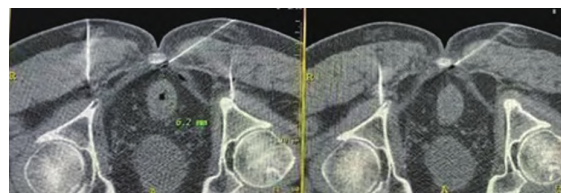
CT引导下双侧坐骨棘处阴部神经+奇神经节脉冲射频治疗
